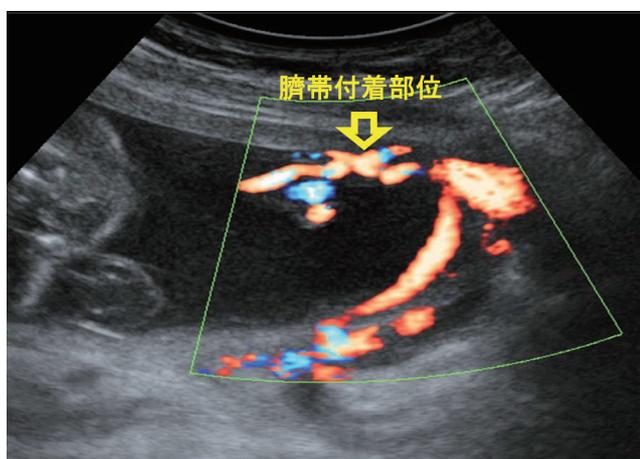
症例2 妊娠22週 経腹超音波検査(カラードブラ法) 臍帯卵膜附着と後壁に向かう血管を認めた。
